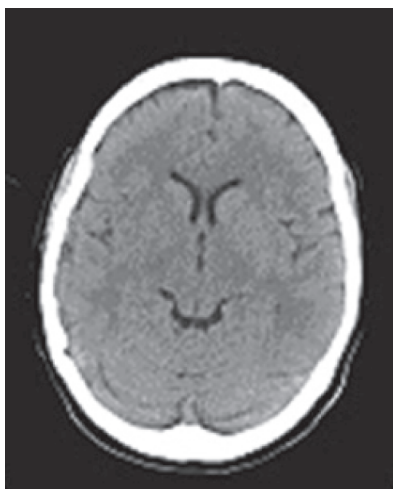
TC de crânio realizada 2 horas e vinte minutos após início dos sintomas.
